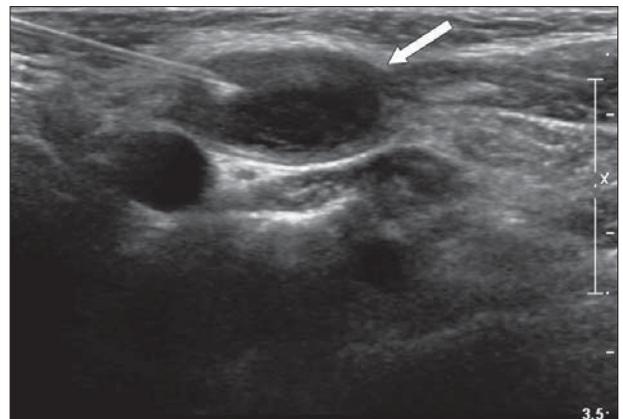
Neck sonography. About 1.6cm sized cystic nodule with thick rim is observed in left level III (arrow). Fine needle aspiration biopsy(FNAB) was done.
